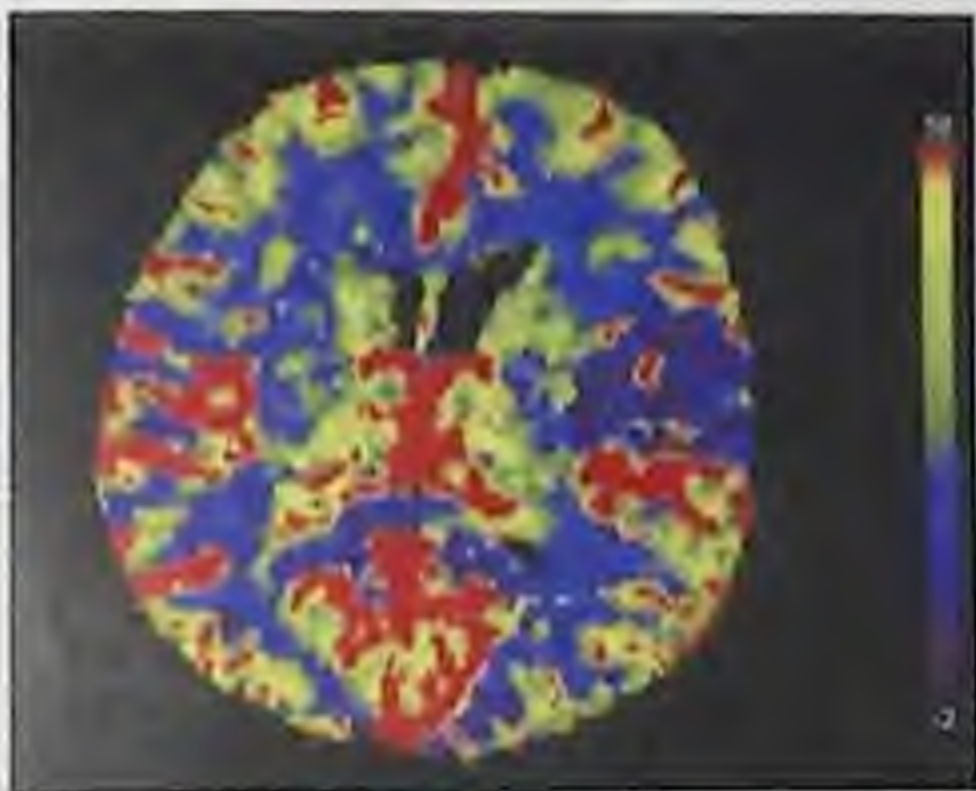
Перфузионная компьютерная томограмма. Участок снижения мозгового кровотока, характерный для ОНМК по ишемическому типу в бассейне левой средней мозговой артерии.
